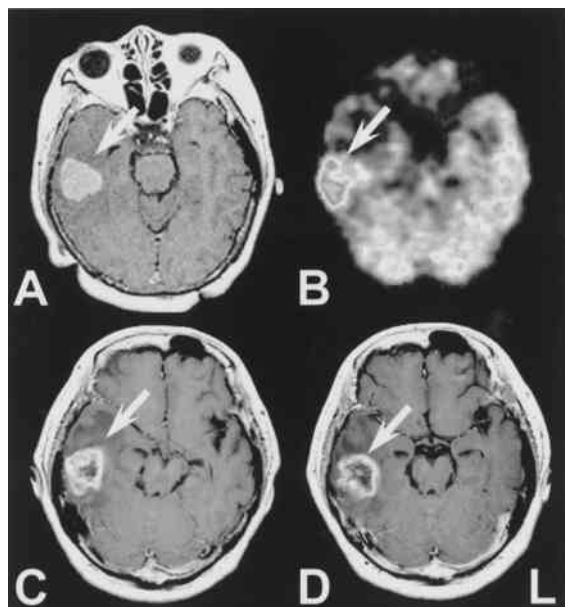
造影MRIおよびFDG-PET (症例2)
